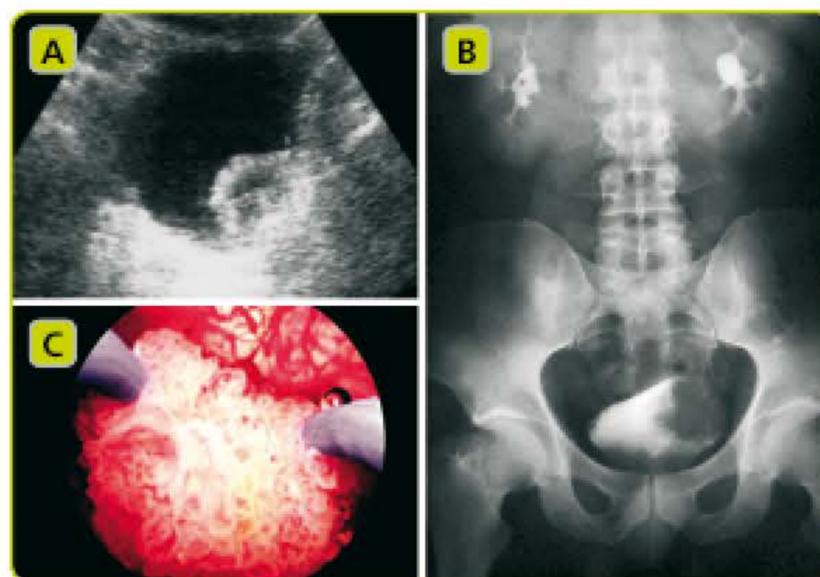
A. La ecografía urológica detecta lesiones vesicales de crecimiento exofítico, pero tumores vesicales planos pueden pasar inadvertidos. B. La urografía muestra defectos de repleción a nivel de la pared vesical y sirve además para evaluar el tracto urinario superior. C. La visión endoscópica con RTU permite el diagnóstico de confirmación y la evaluación histopatológica de la lesión.
